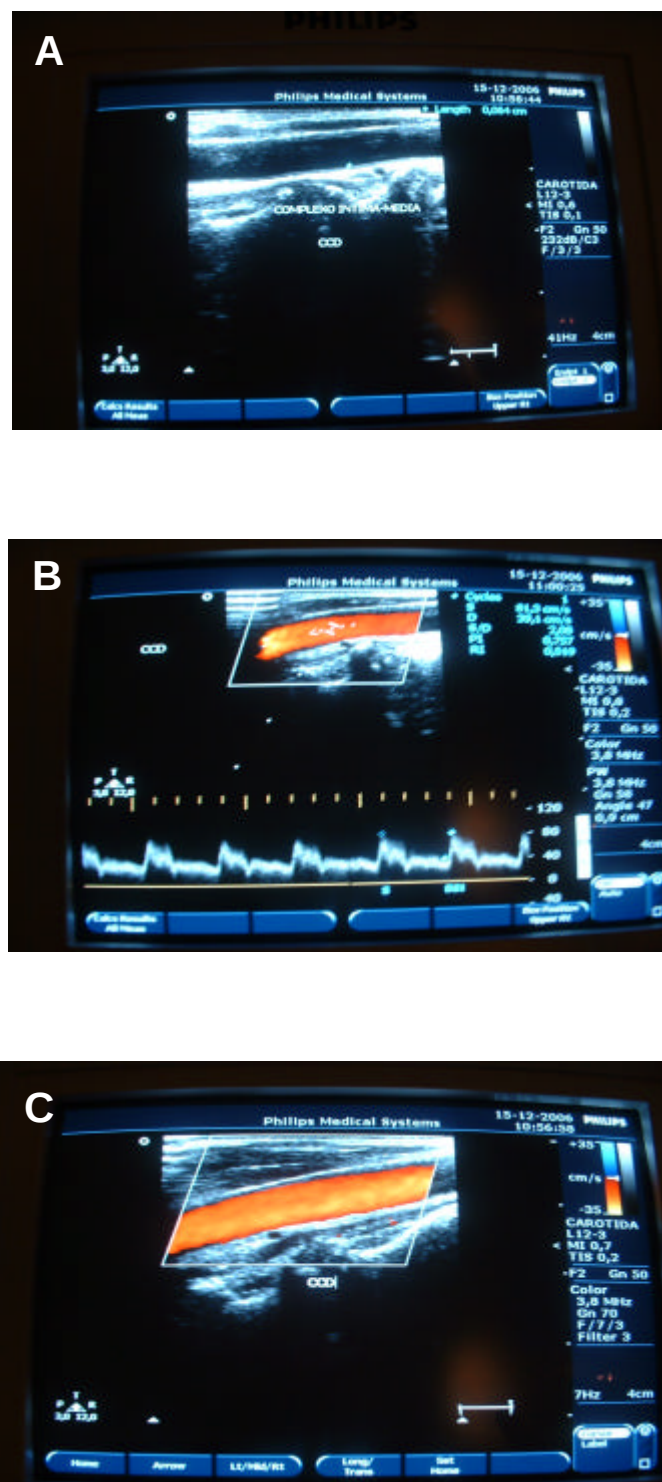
USG Doppler modo-B (A), Doppler pulsado (B) e modo color (C)
